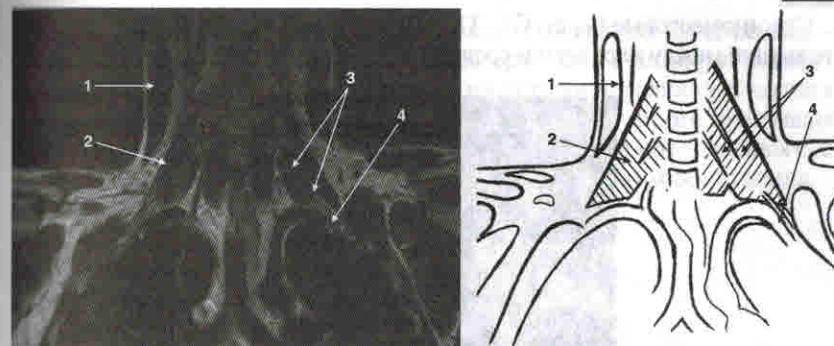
МР-томограмма во фронтальной проекции. FSE — ИП, T2 — ВИ.
